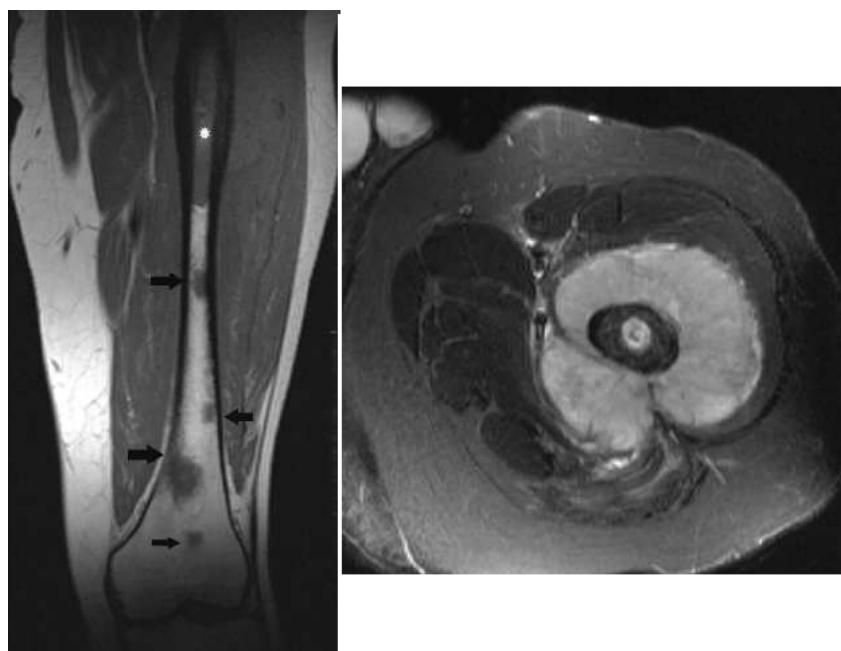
intérêt de l'IRM dans le bilan d'extension locorégional. -a- coupe coronale SE T1 montrant une tumeur évoluant dans la région médiodiaphysaire (astérisque) associé à de multiples skip métastases métaphysodiaphysaires (flèches). -b-coupe axiale SE T2 avec suppression du signal de graisse montrant une importante extension régionale sous forme d'une véritable masse du tissu mou
